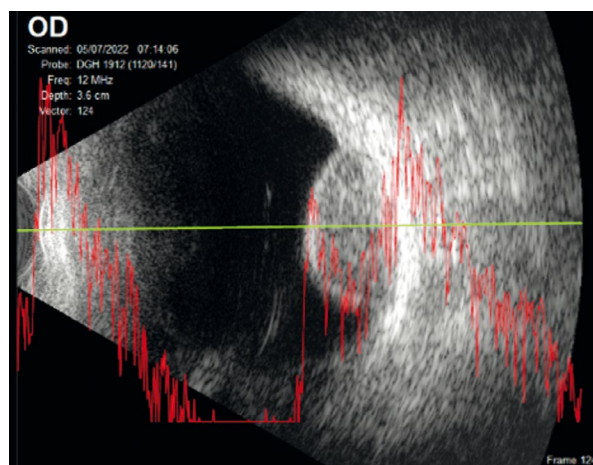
Ecografía de melanoma coroideo donde puede apreciarse su morfología cupuliforme y vacío acústico en modo B, y la presencia de ángulo kappa en modo A.
